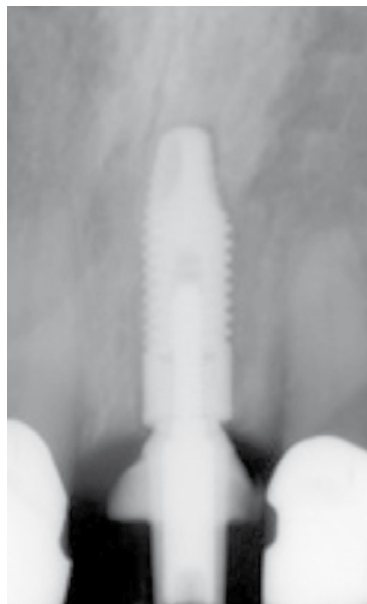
Rx periapical del implante con pilar protésico.
